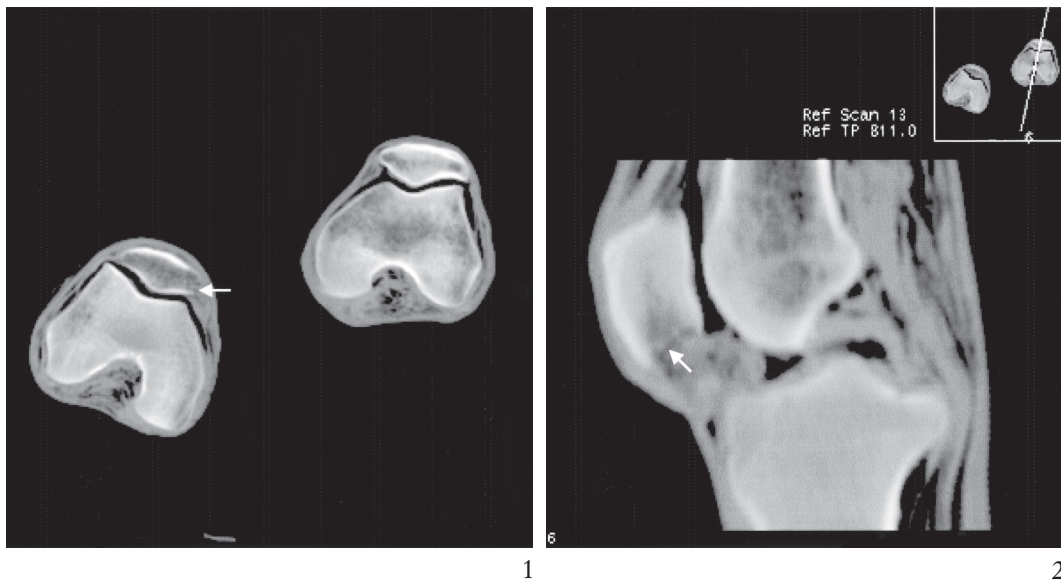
Die Gelenkskörper der Kniegelenke der Mumie aus den Öztaler Alpen weisen im CT unregelmäßige dunkle Flecken auf, die zum Teil auf eingedrungene Luft, zum Teil auf eine Zersetzung des Gewebes zurückzuführen sind. 1 Knochendefekt am Rande der Kniescheibe. 2 Auch am rekonstruierten Schnittbild kommen diese Veränderungen zur Darstellung. Eine deutliche Knochendestruktion ist am unteren Rand der Kniescheibe zu erkennen.
